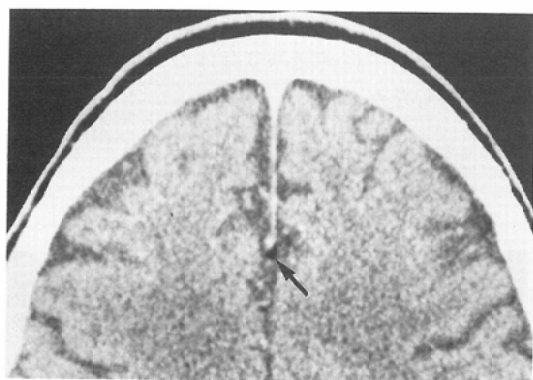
Fat of the inferior sagittal sinus (arrow). Enhanced CT.
